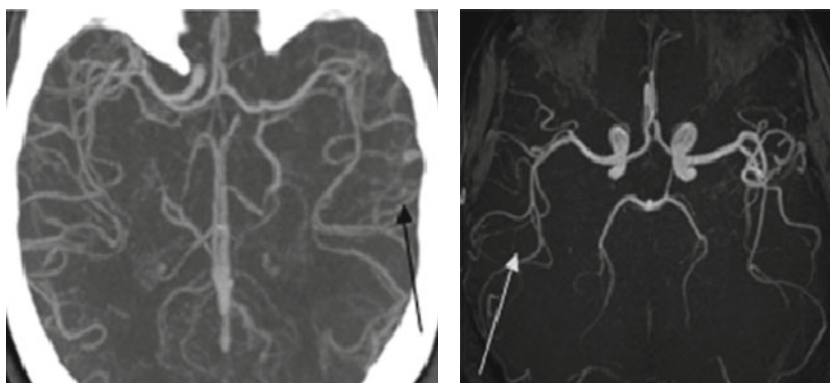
Angioscanner (à gauche) et angio-IRM (à droite) du polygone de Willis montrant les portions M3 et M4 (flèches) de l'artère cérébrale moyenne.
